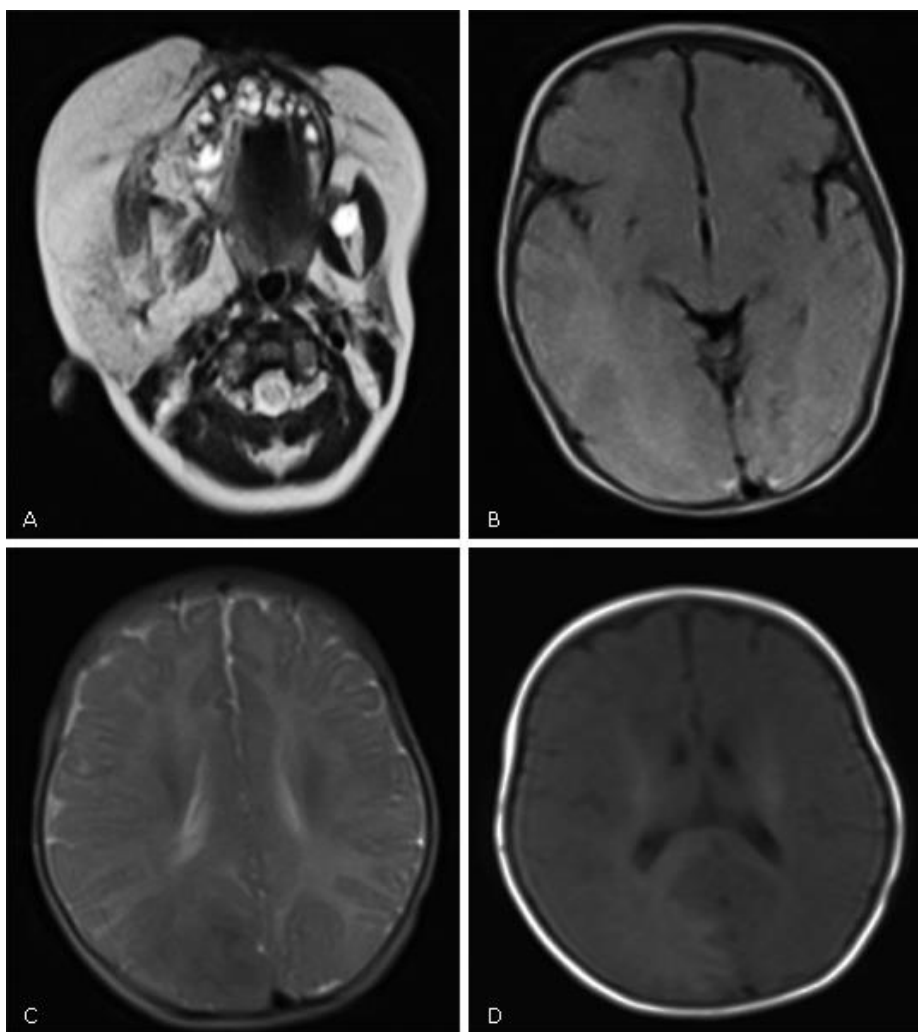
Imágenes de ersonancia magnética nuclear IRMN) de 0.35t, corte sagital. A: secuencia t2, aumentodel TCS en hemicara derecha. B: secuencia t1, hemimegacefalia (HME) lobar temporo-parieto-occipital derecha e hiperintensidad. C: secuencia t2, hemimegacefalia parieto-occipital derecha con hipointensidad y engrosamiento cortical occipital. D: secuencia flair, hemimegacefalia parieto-occipital derecha e hiperintesidad cortical y de sustancia blanca.(RMN cráneo realizada Hospital Juan Manuel Márquez).
